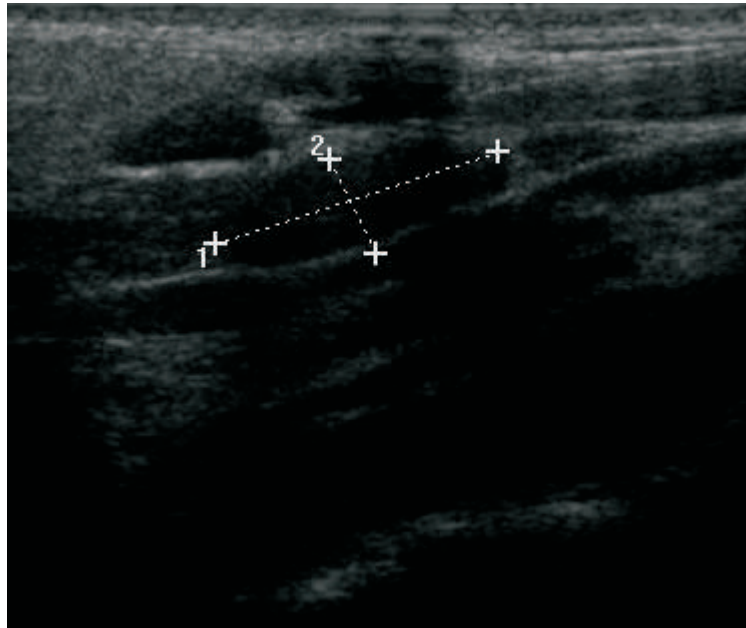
Ecografía cervical.
